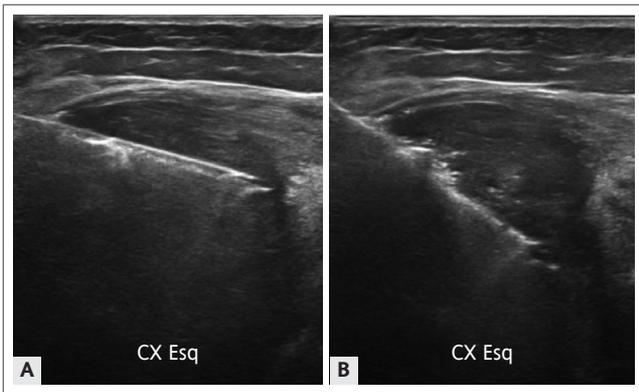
(A e B) – Biópsia percutânea com agulha grossa, guiada por ultrassonografia, realizada em paciente de 41 anos, que apresentava uma formação expansiva localizada na face anterior proximal da coxa esquerda.
